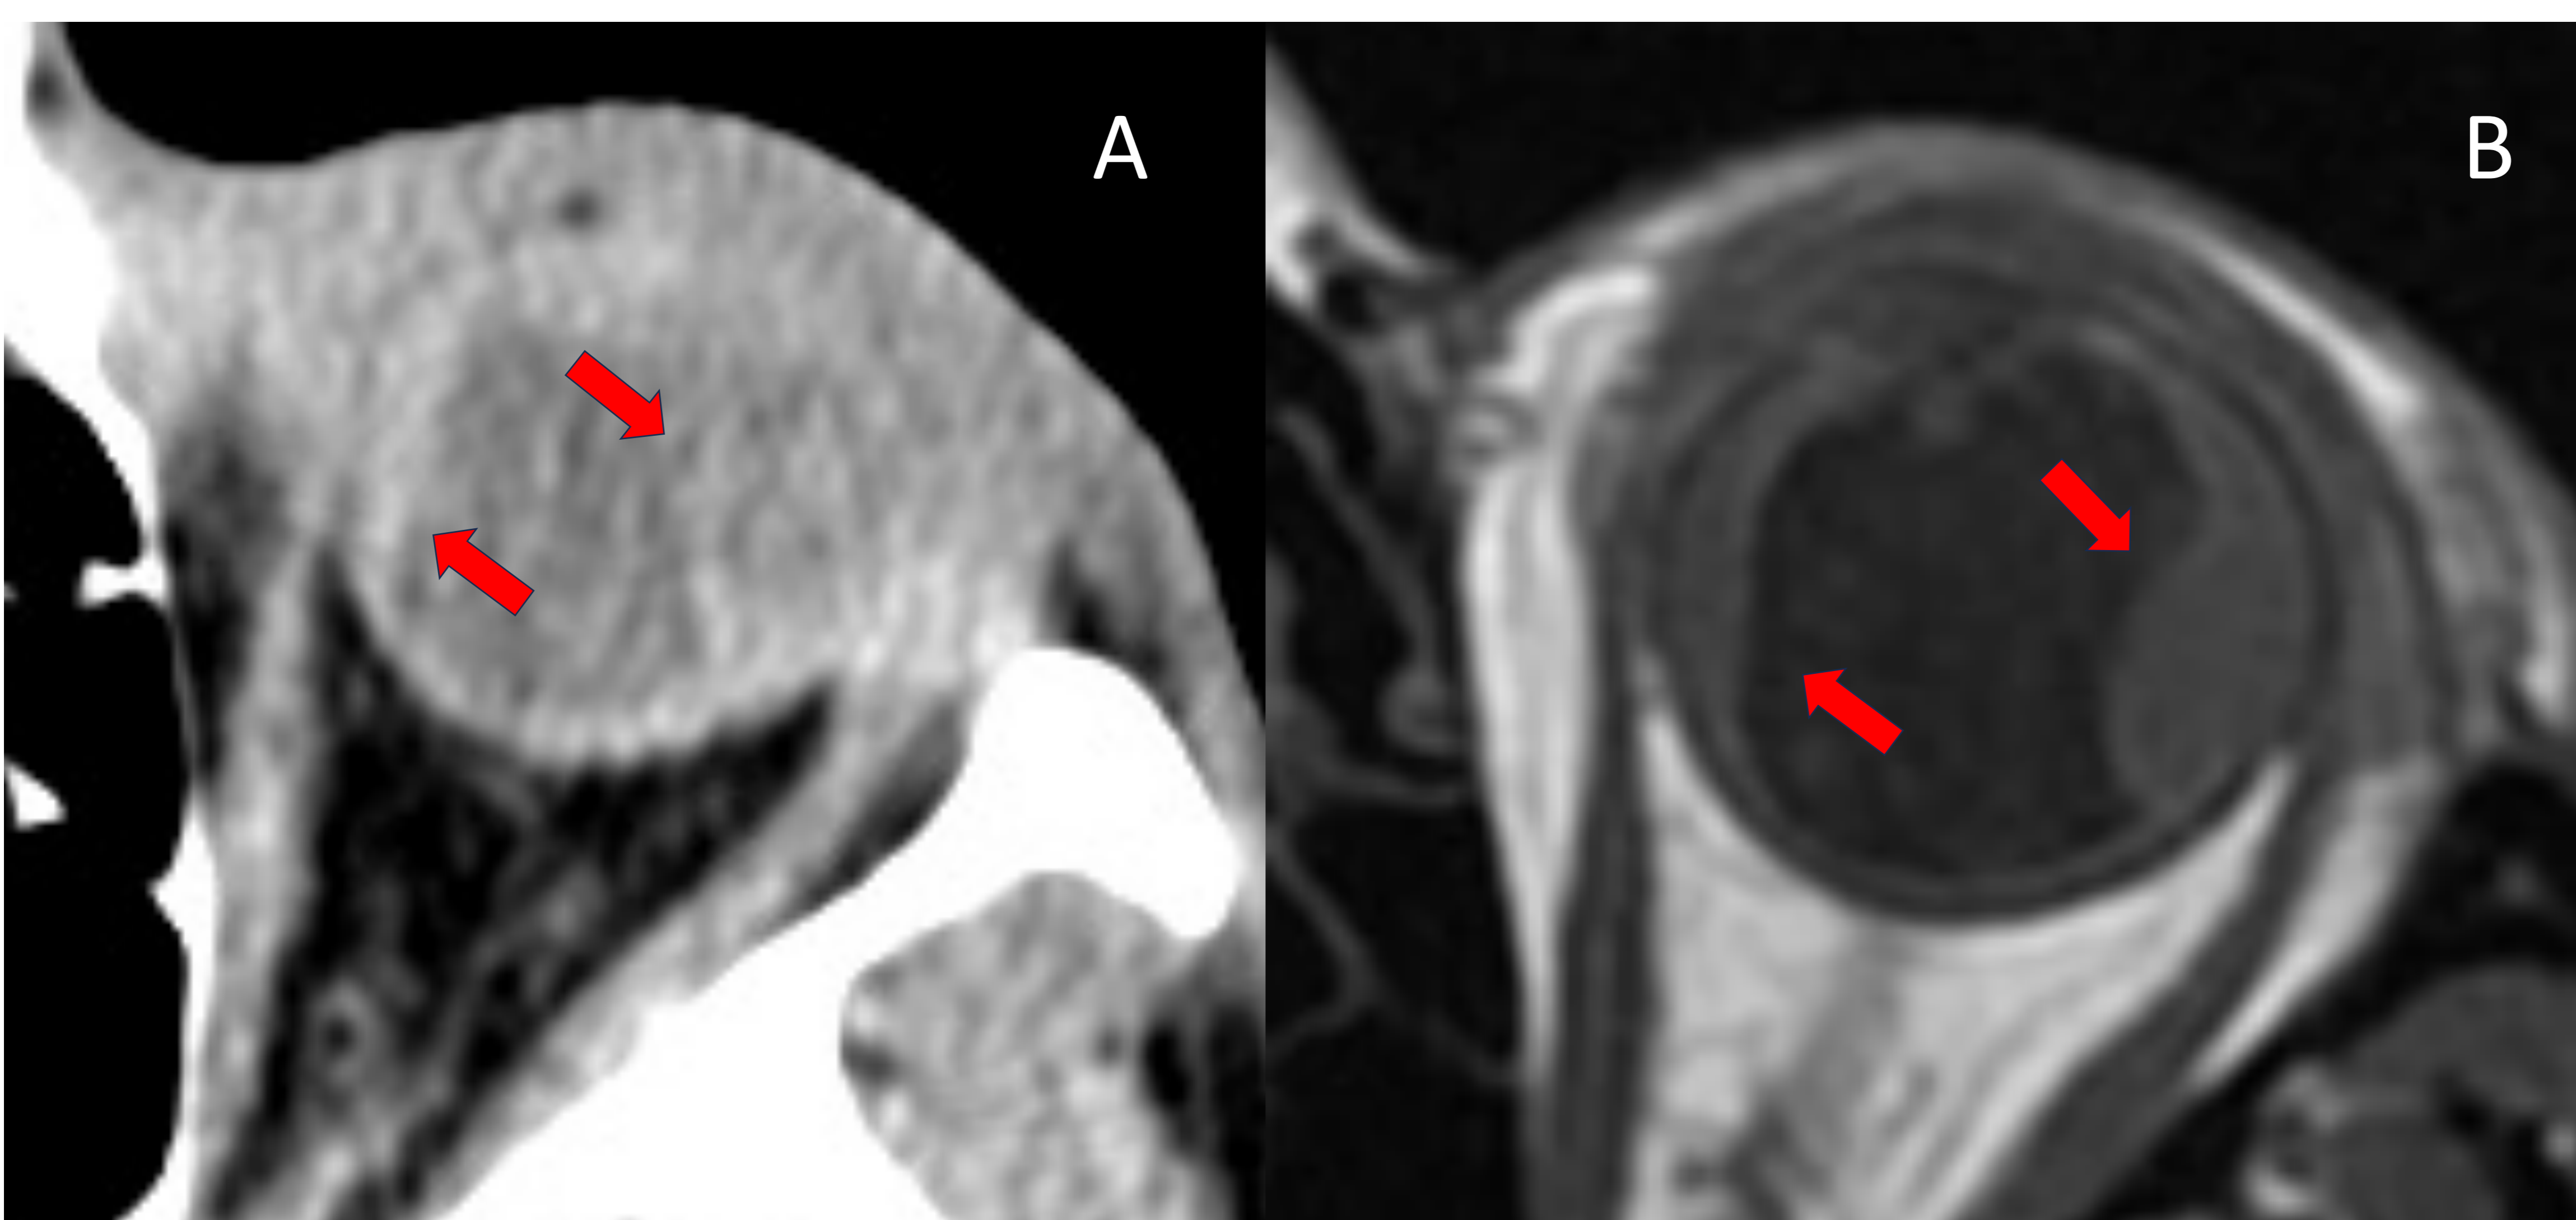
Desprendimiento hemorrágico coroideo. (A): Imagen en TC en la que se observa una hiperdensidad de morfología lenticular (flechas) en ambos márgenes laterales del globo ocular. (B): correlación con RM, secuencia T1.
